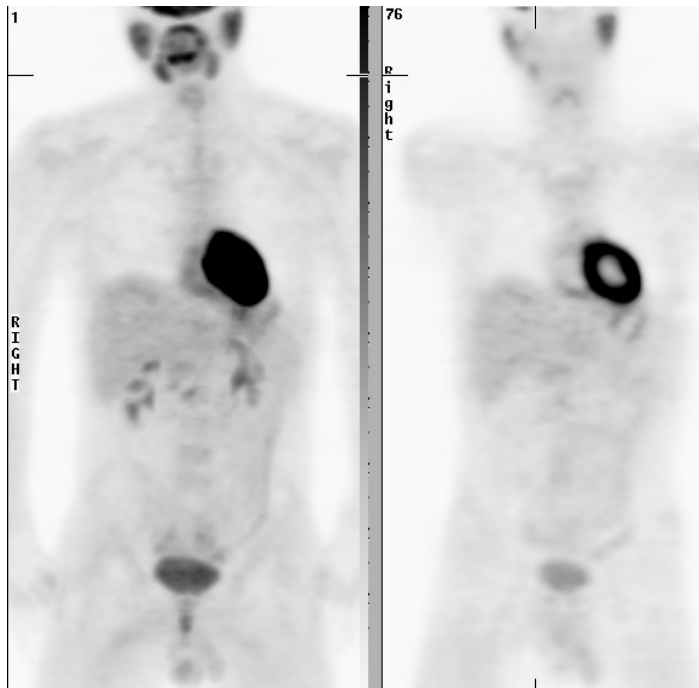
Beispiel für eine „benigne“ Speicherung von FDG in der Glandula parotidea und in den Glandulae submandibulares in der Frontalebene
